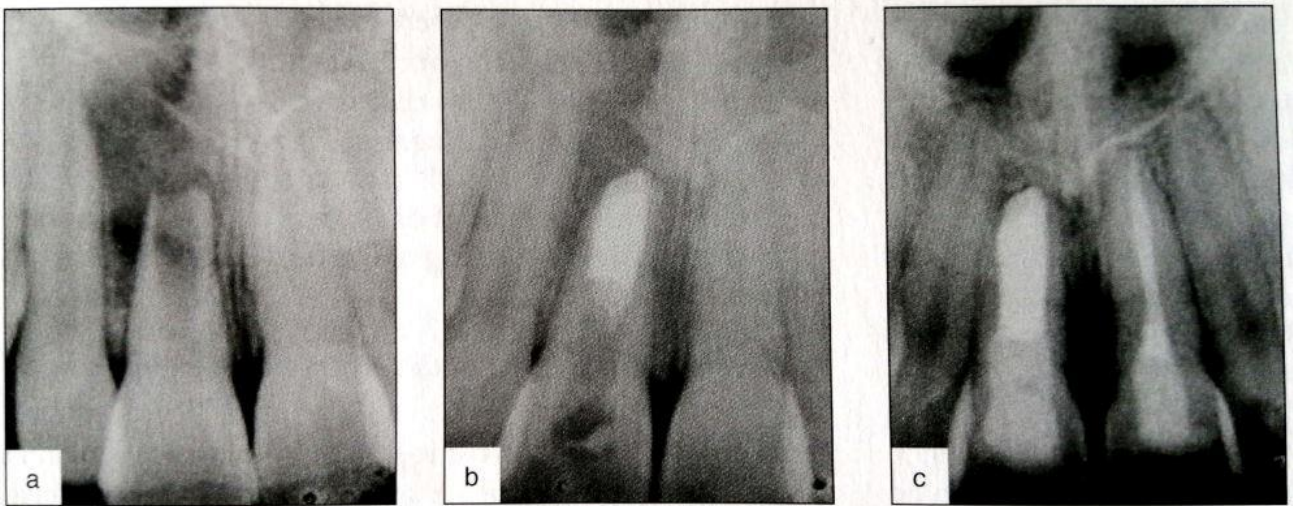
Suivi radiographique d'une 11 immature présentant un abcès apical et traitée par une apexification à l'aide d'un bouchon de MTA (65)
